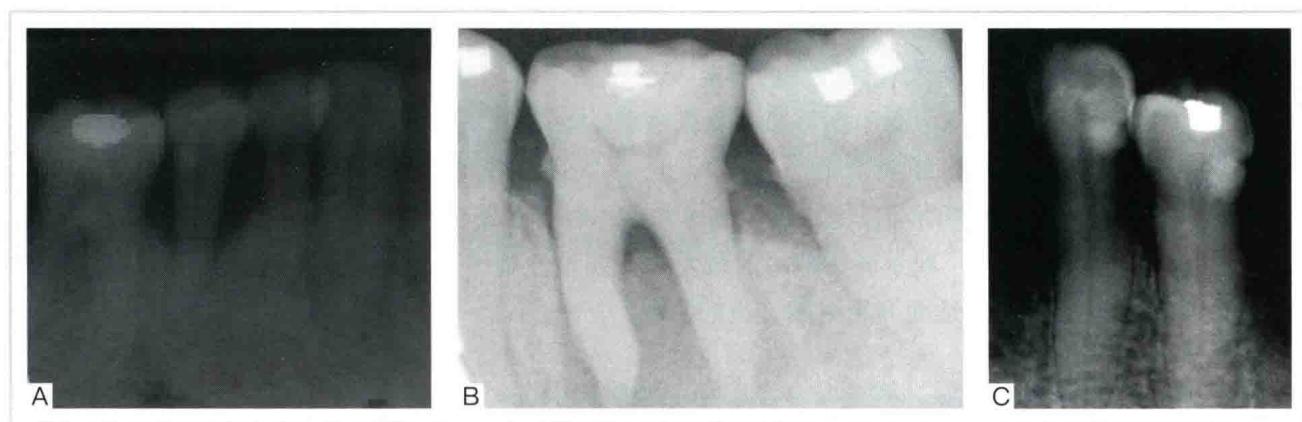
X线片见牙槽骨显著向根方吸收（A），或出现根分歧病变（B），牙周膜增厚（C），均表明其承受负荷的能力下降，不适合作为修复体的基牙
